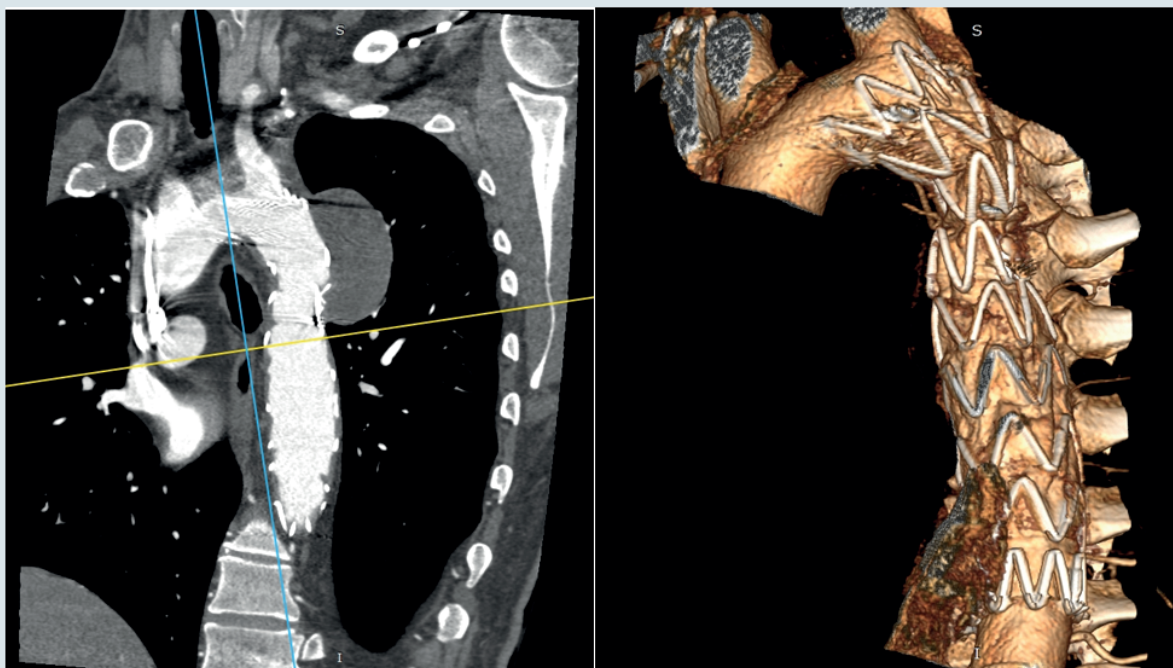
Мультиспіральна комп'ютерна томографія аорти з контрастуванням через 1 рік після операції
